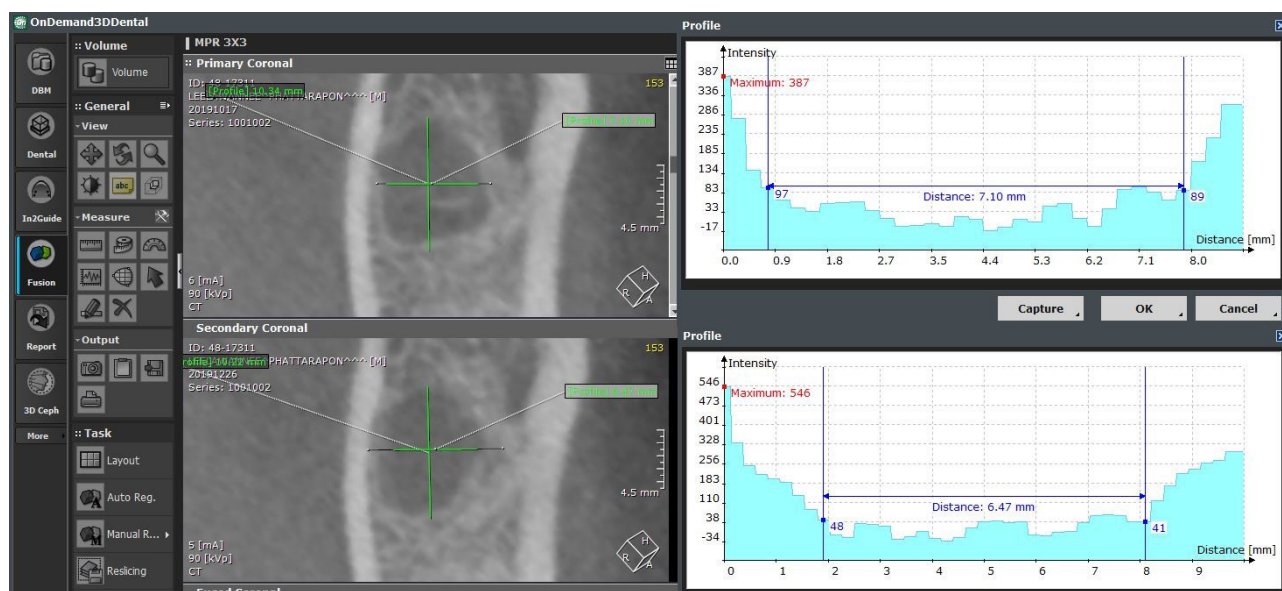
Showed how profile linear measurements tools in the OnDemand3D® software were used to measure socket dimensions (DL-PCL side). The upper row showed CBCT image at T1 with profile linear measurements tools to measure socket width (7.10 mm). The lower row showed CBCT image at T2 with profile linear measurements tools to measure socket cavity (6.47 mm). Difference between the values in T1 and T2 was recorded as bone gain (7.10 – 6.47 = 0.63 mm)
